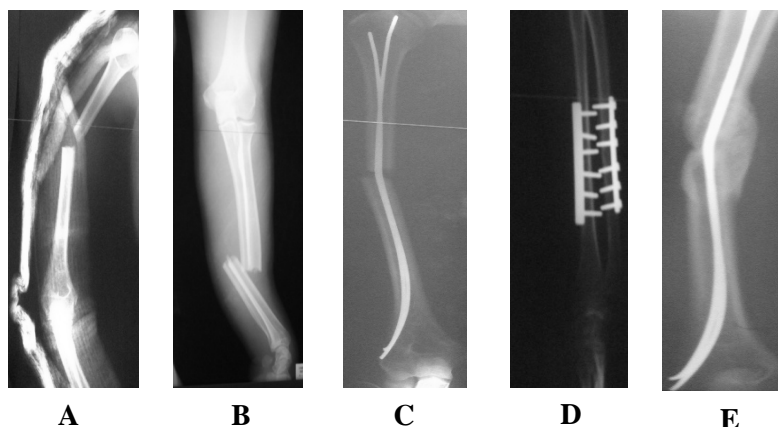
Radiographies du bras et de l'avant bras d'une femme de 28 ans victime d'un accident domestique révélant une fracture de la diaphyse humérale (A) et des 2 os de l'avant bras (B) ayant nécessité la mise en place d'un embrochage fasciculé de l'humérus (C) et de deux plaques vissées des deux os de l'avant bras (D). Le délai de consolidation a été de 3 mois avec la formation d'une cal vicieuse de l'humérus (E).
